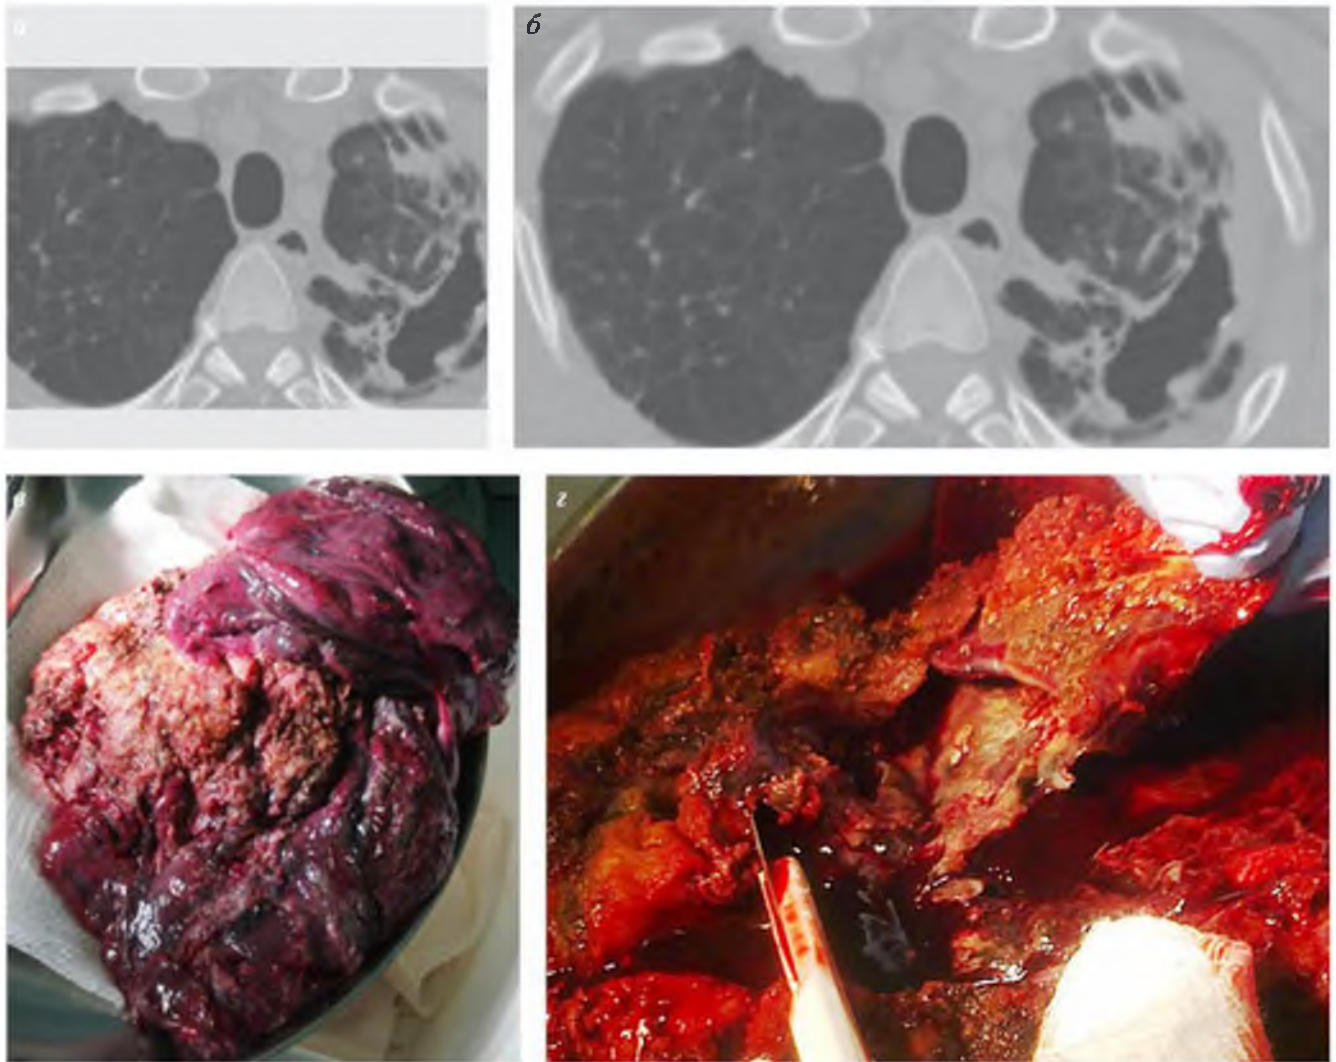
МБ, вызванный *M. xenopi* (Т-ов С. В., м., 48 лет): а – обзорная рентгенограмма в прямой проекции; б – компьютерная томограмма органов грудной клетки; резецированное легкое, плевропневмонэктомия слева; в – общий вид легкого, г – полость деструкции
